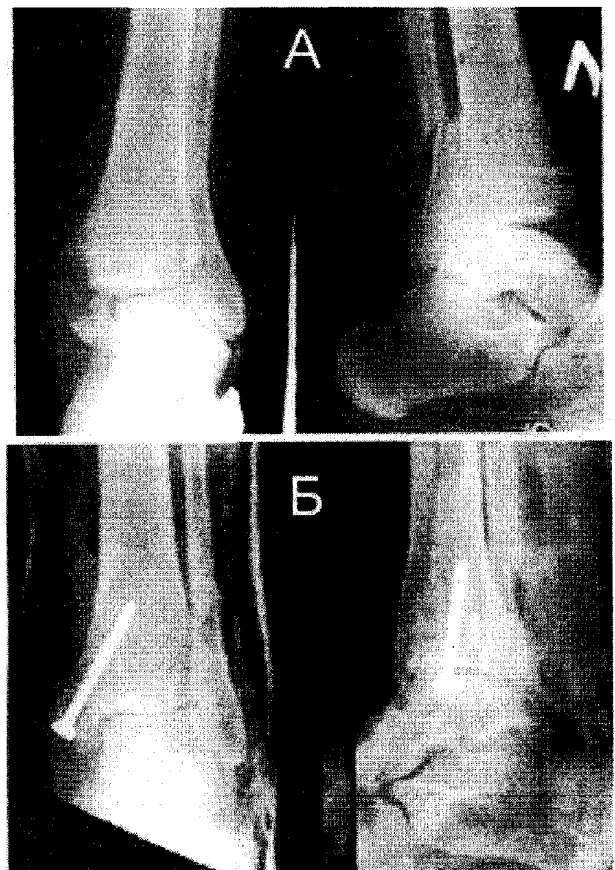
Рентгенограми хворого П.: А – при поступленні; Б – після остеосинтезу канюльованим гвинтом.
